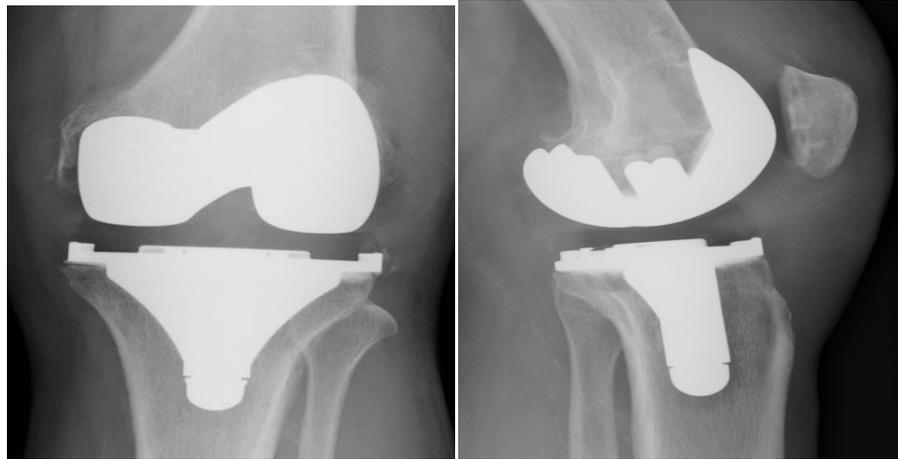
Radiographie standard d'une PTG à glissement vue de face et de profil
